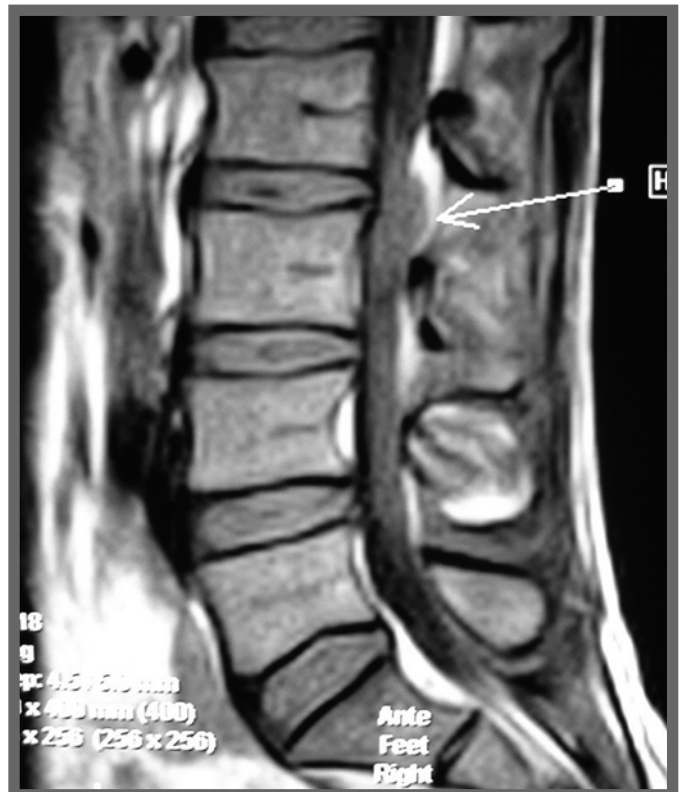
Hernie discale migrée sur une coupe IRM
